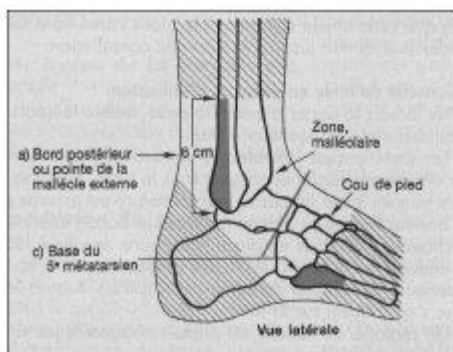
Critères d'Ottawa, vue latérale. Une douleur sur une zone grise ou hachurée impose une radiographie.
